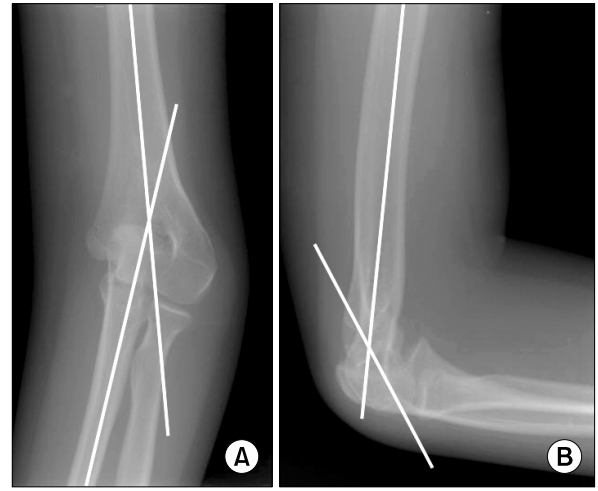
(A) Humero-ulnar angle was measured on the antero-posterior radiograph of the elbow. (B) Shaft-condylar angle was measured on the lateral radiograph of the elbow.
